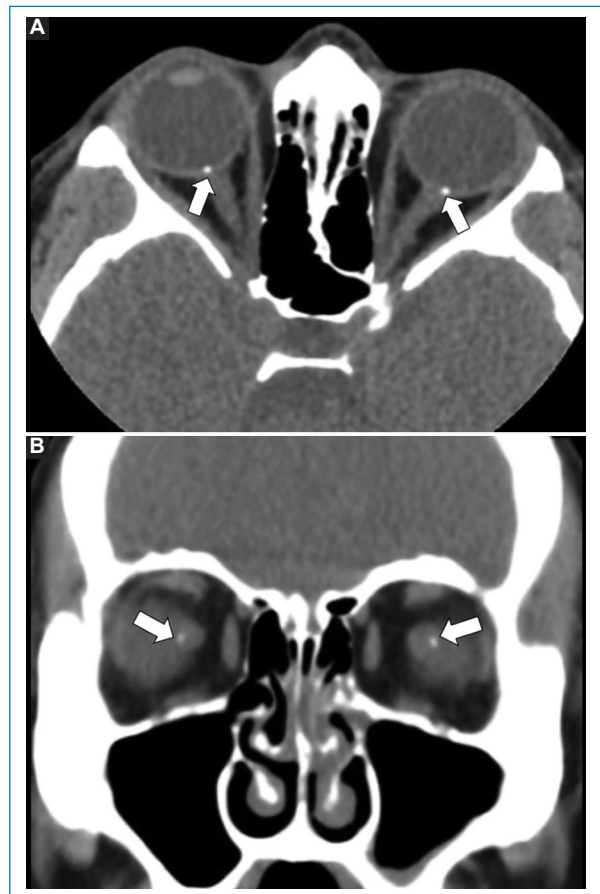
Drusas de ambos nervios ópticos. A: TC sin medio de contraste de los ojos en ventana para tejidos blandos en plano axial. B: reconstrucción coronal. Ambas imágenes muestran calcificaciones puntiformes en ambos nervios ópticos (flechas).
